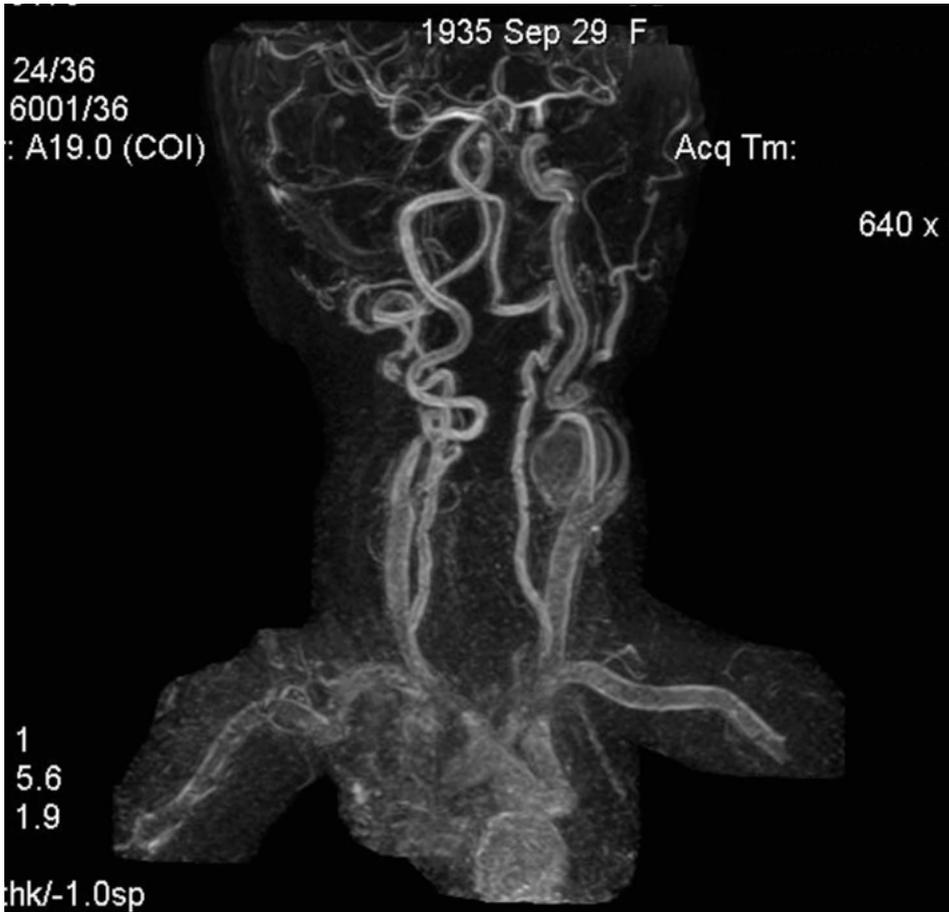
L'esame Angio-RMN fornisce informazioni nella pianificazione pre-operatoria e ha sostituito di fatto arteriografia nella diagnostica dei paragangliomi.
